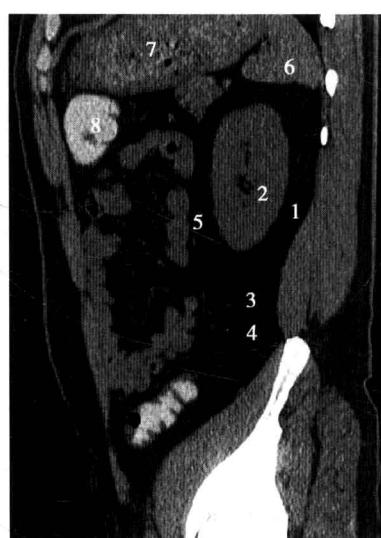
腹膜后右肾中部层面矢状位 CT 图像
